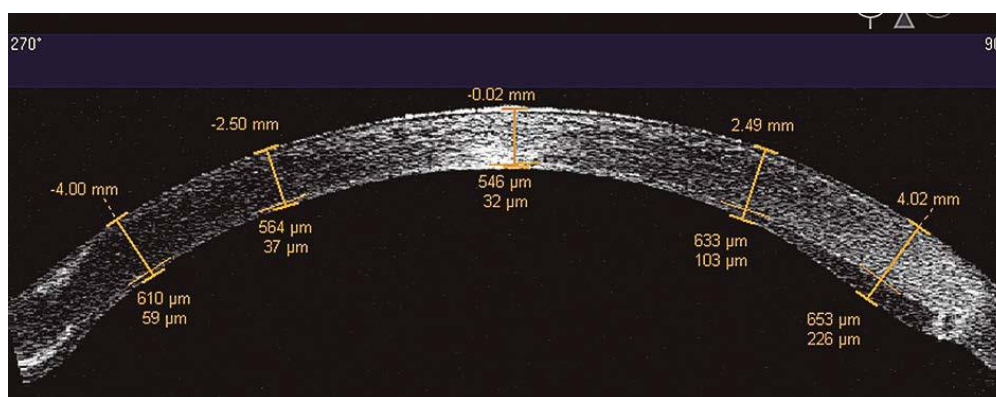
Tomografía de coherencia óptica en una queratoplastia lamelar anterior profunda. Fuente: Barraquer RI, Álvarez de Toledo, J. et al. (2016) Queratoplastias: nuevas técnicas para el siglo XXI. Sociedad Española de Oftalmología.
